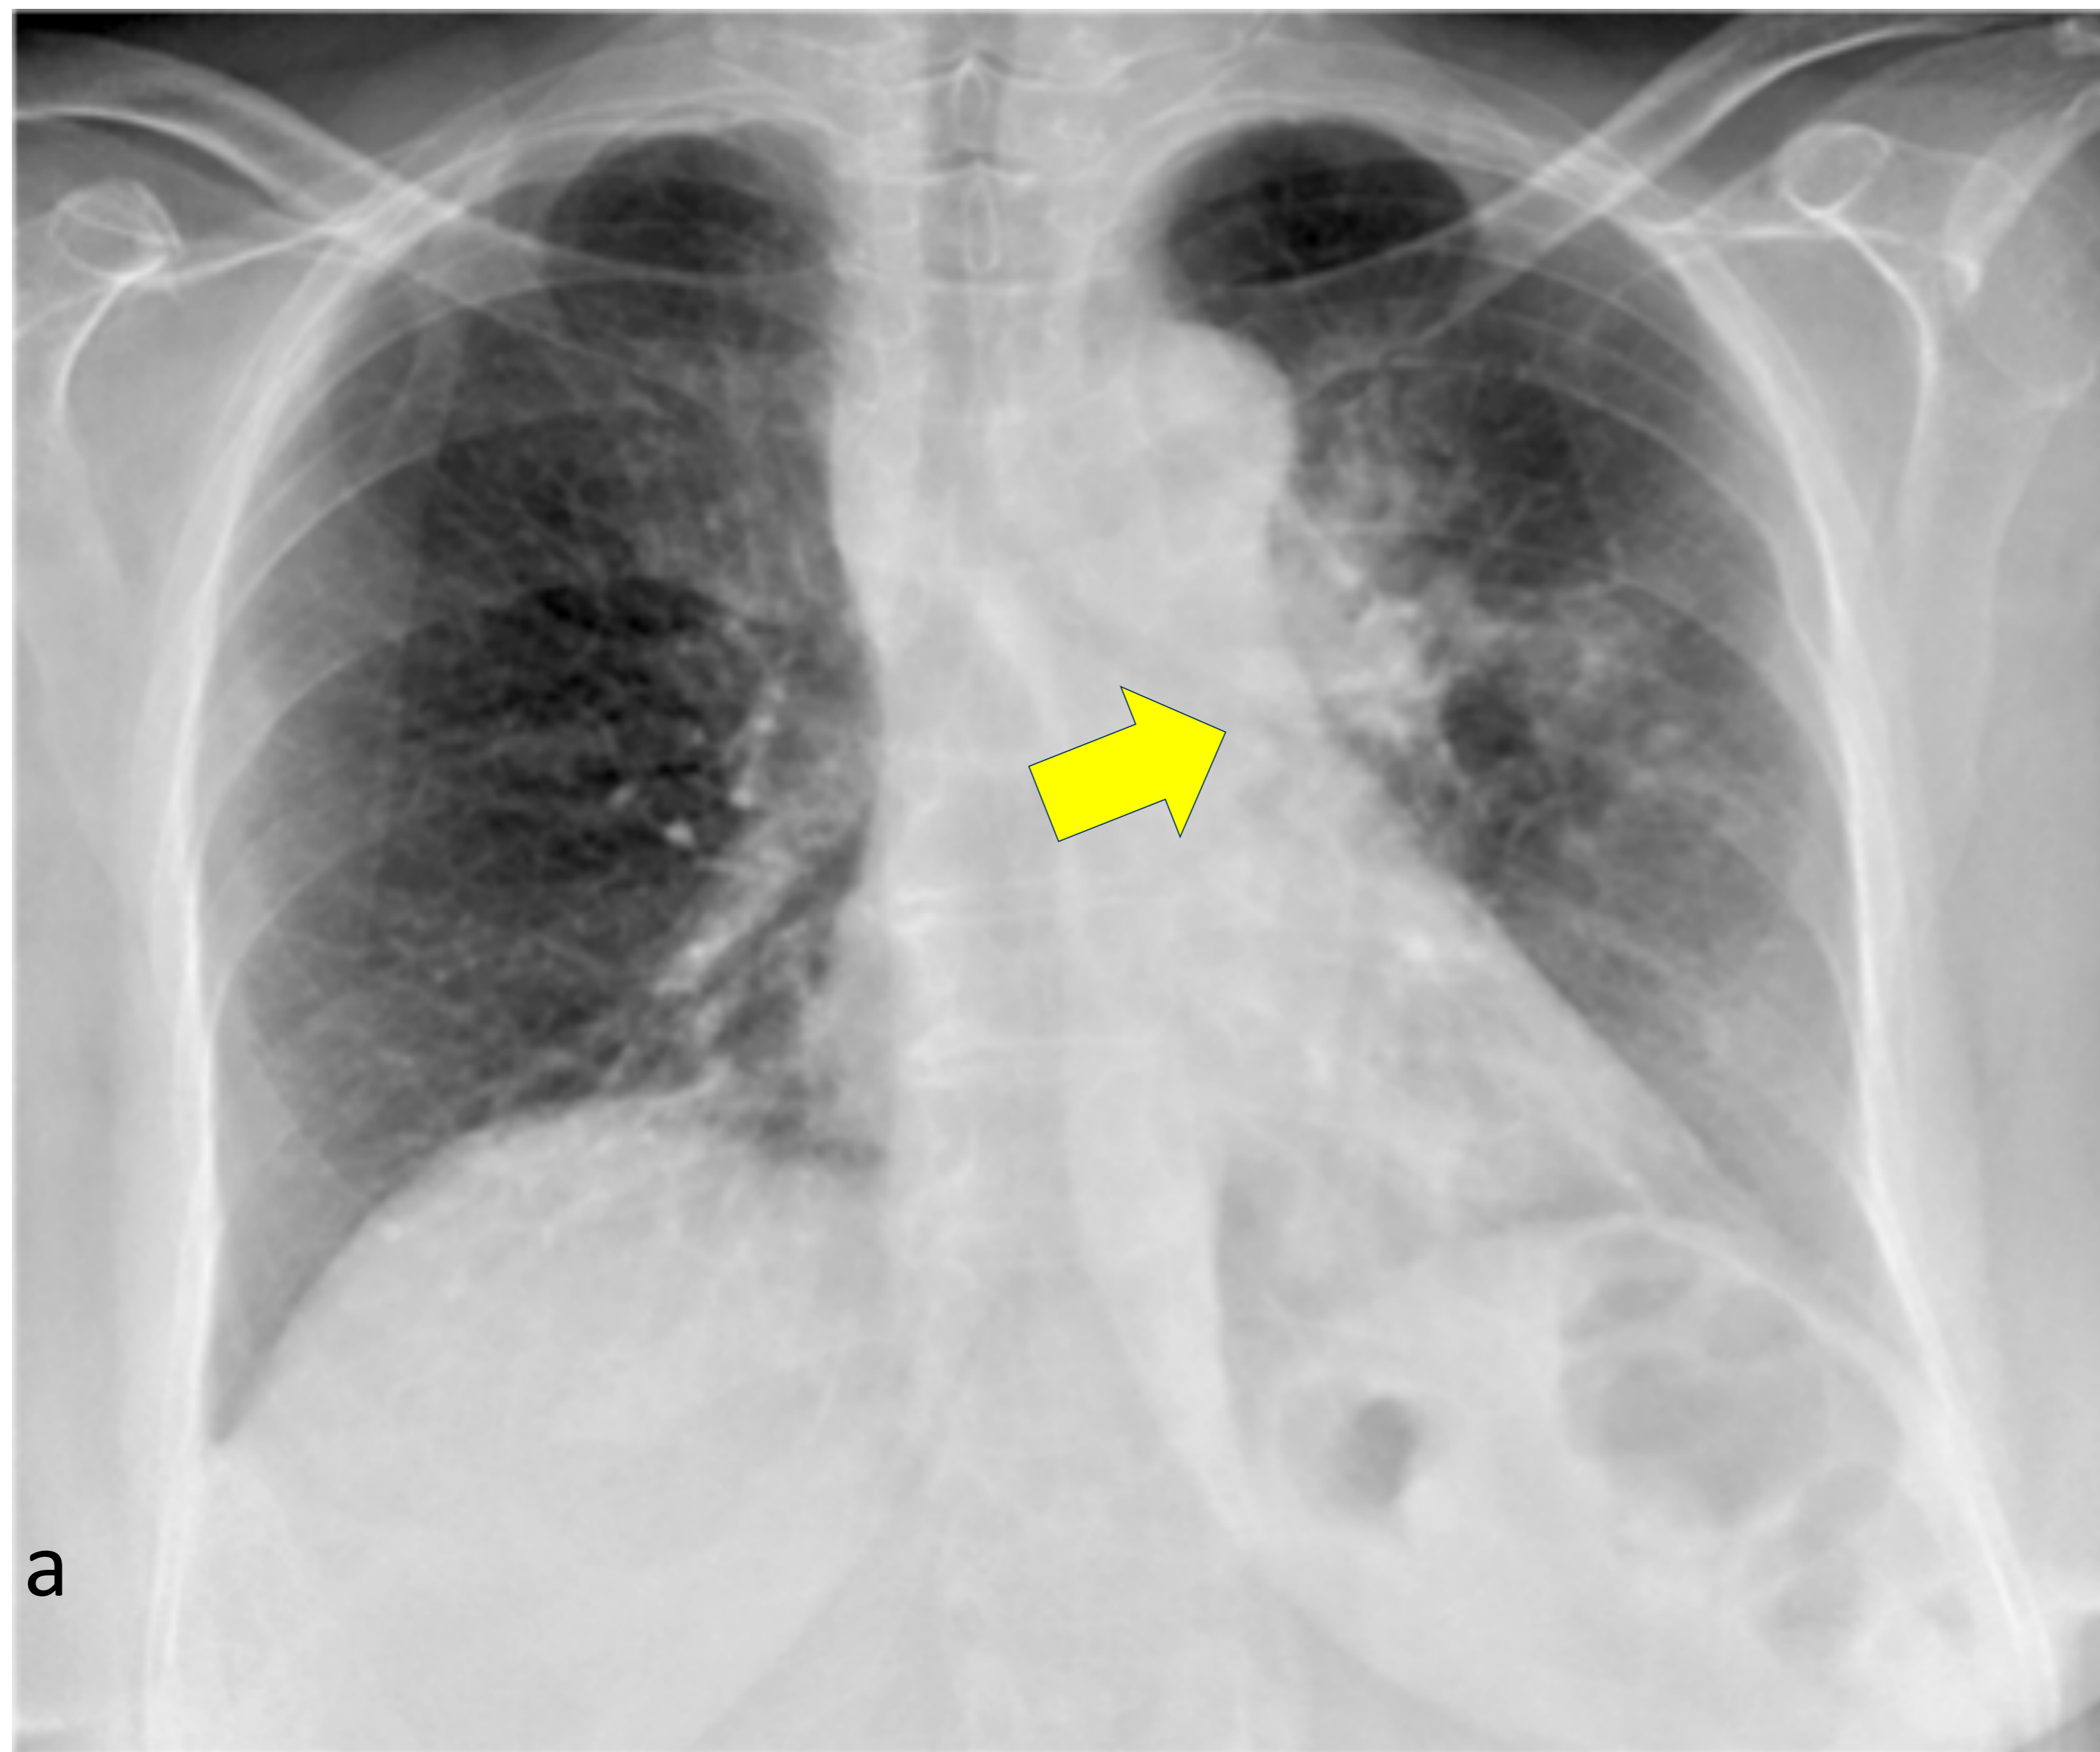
Mujer de 65 años con tos y fiebre de un mes de evolución (a) Rx PA: opacidades heterogéneas en hemitórax izquierdo y estenosis en el bronquio principal izquierdo -BPI- (flecha amarilla). (b, c) TC axial: nódulos en “árbol en brote” y atelectasia parcial (flecha violeta) en LII con una lesión parcialmente cavitada (flecha verde).
